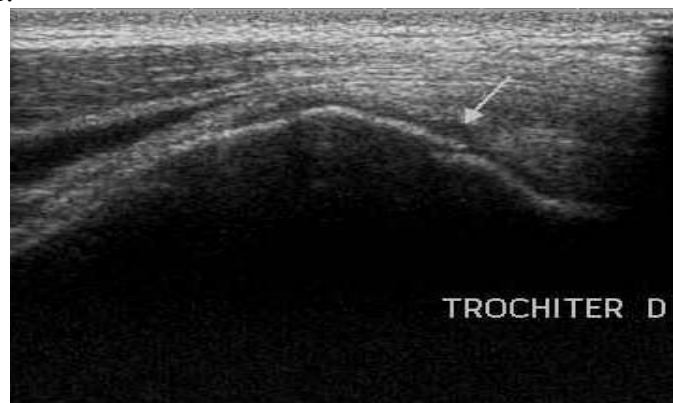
Image échographique.
